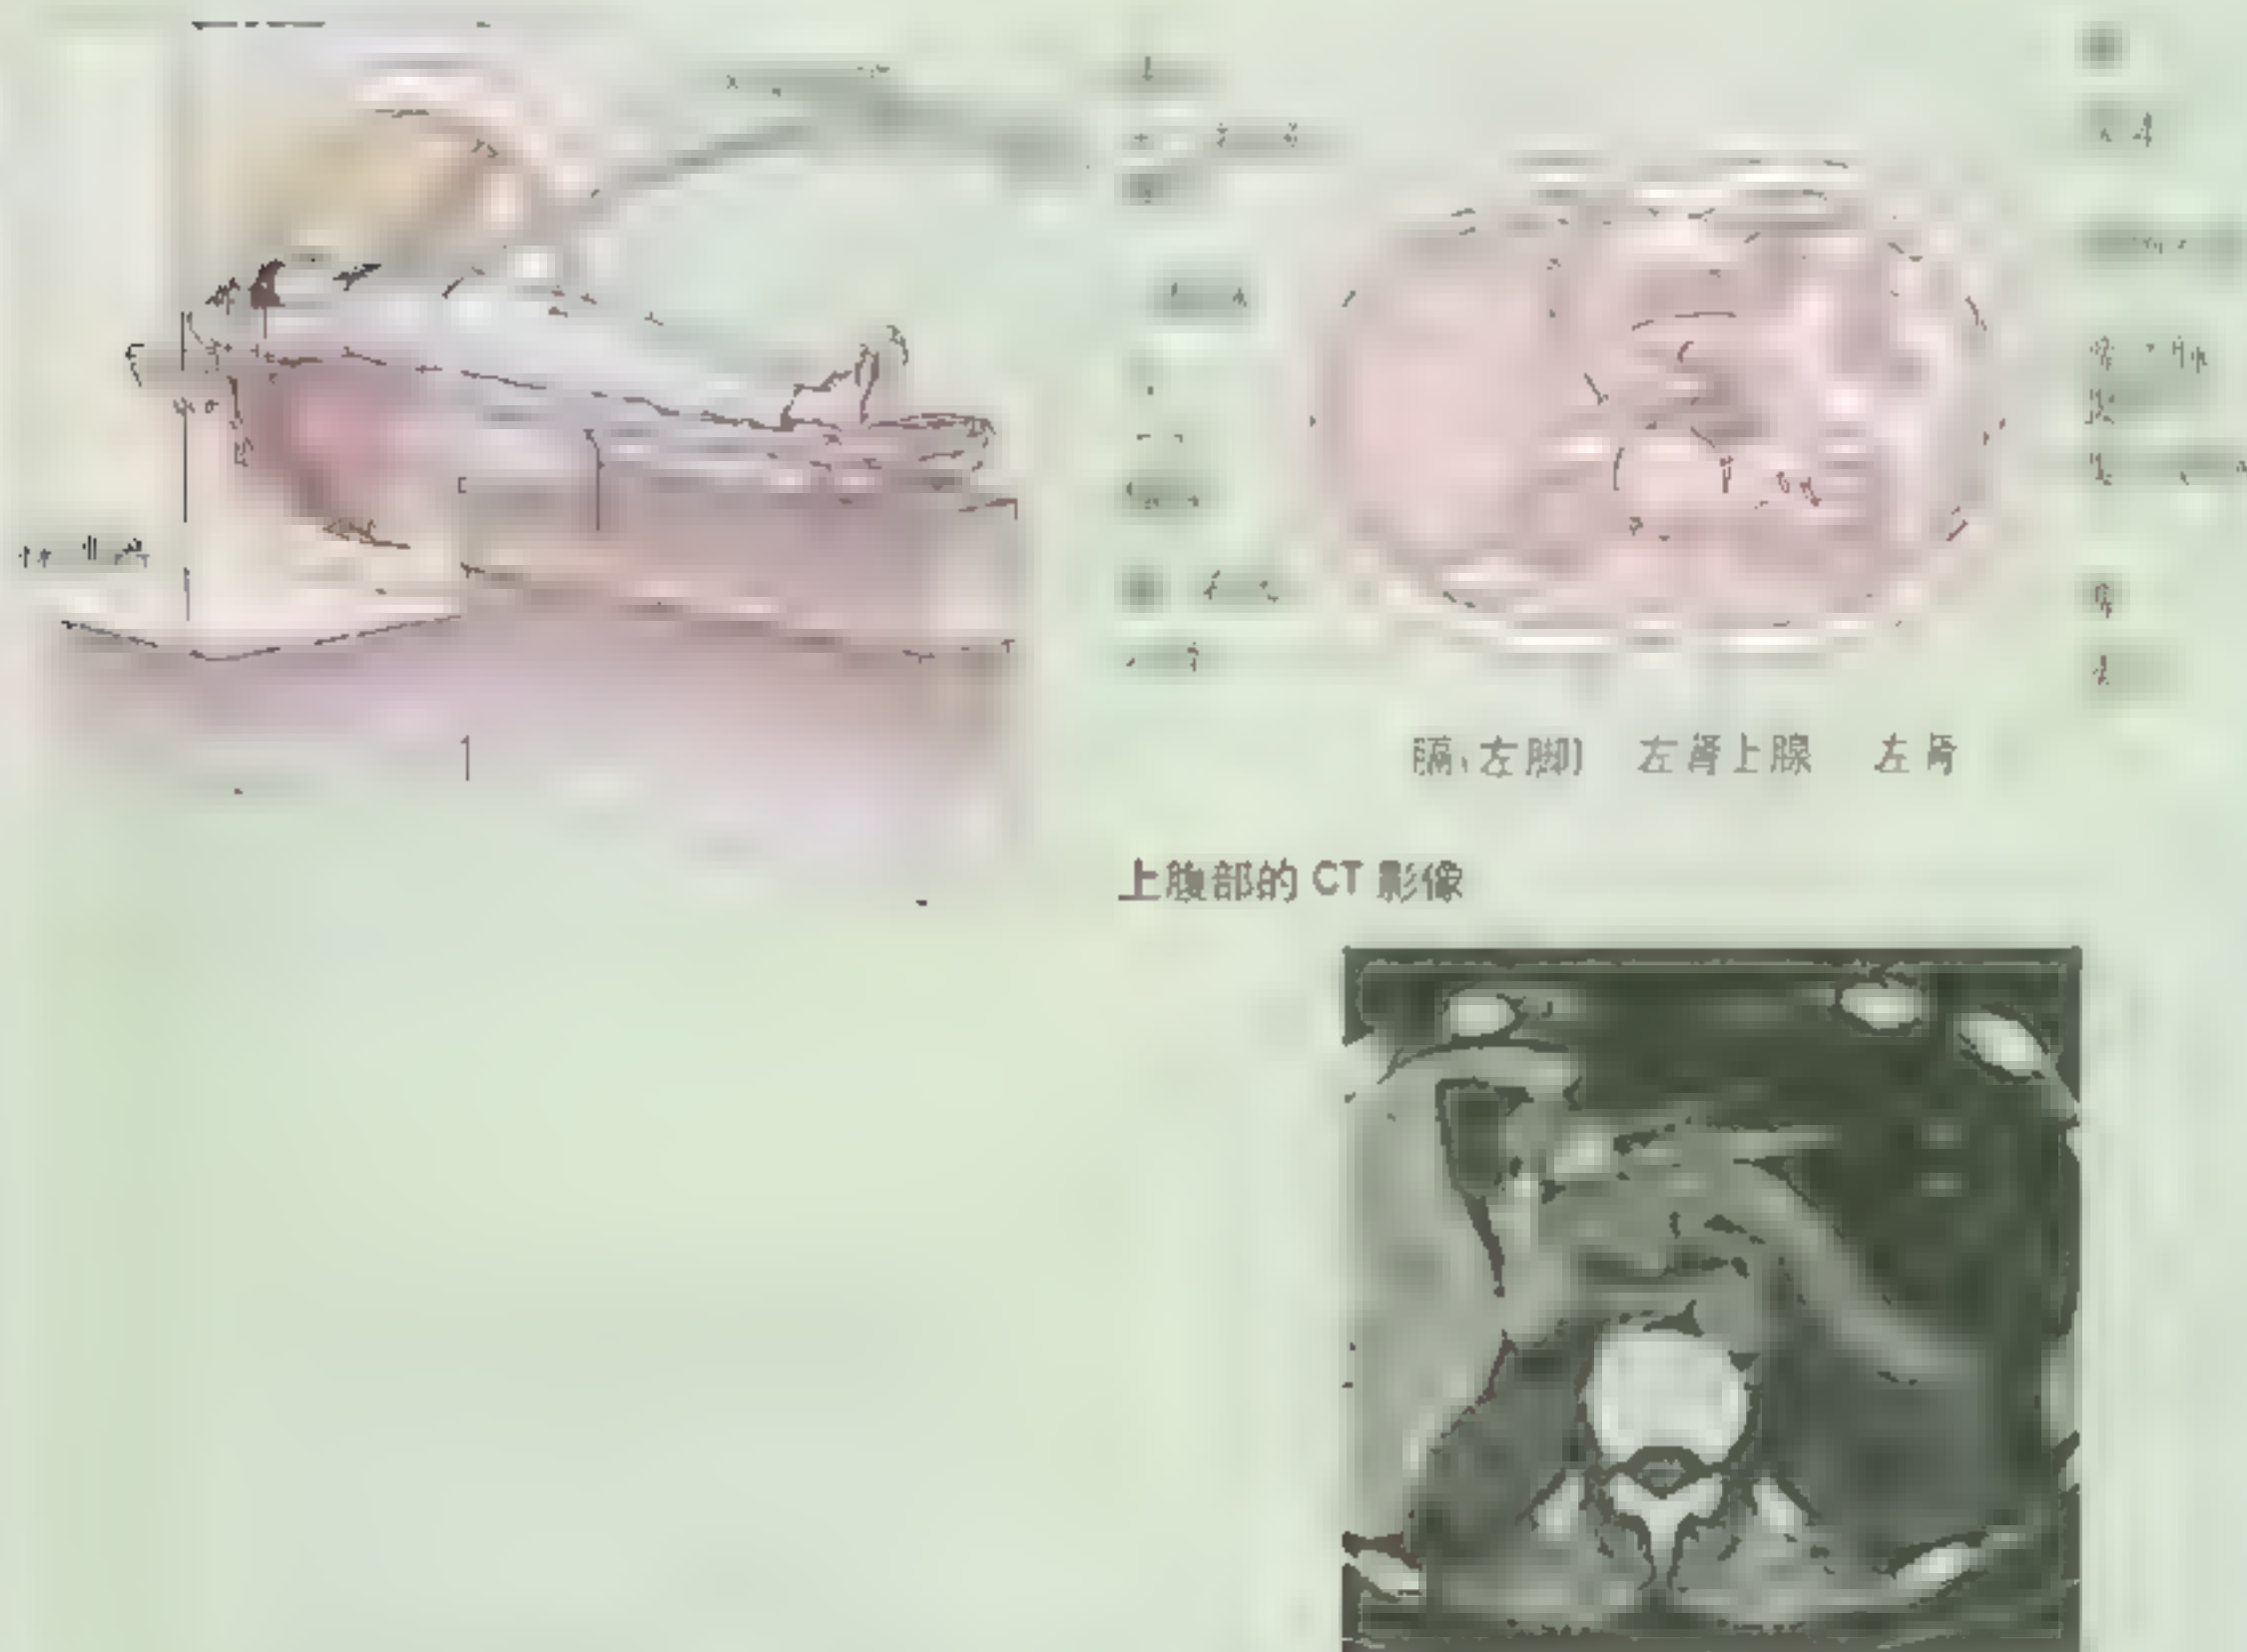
腹部CT扫描技术 在CT扫描过程中,X线管围绕患者身体做弧线运动,扇形X线束通过患者上腹部。在患者身体另一侧的X线探测器测量通过患者横断面的辐射量,计算机根据测量值合成横断面图像。CT扫描得到的影像与X线片较为相似,射线吸收得到的CT影像如同检查者站在仰卧患者足侧向头部观察的结果一样。
